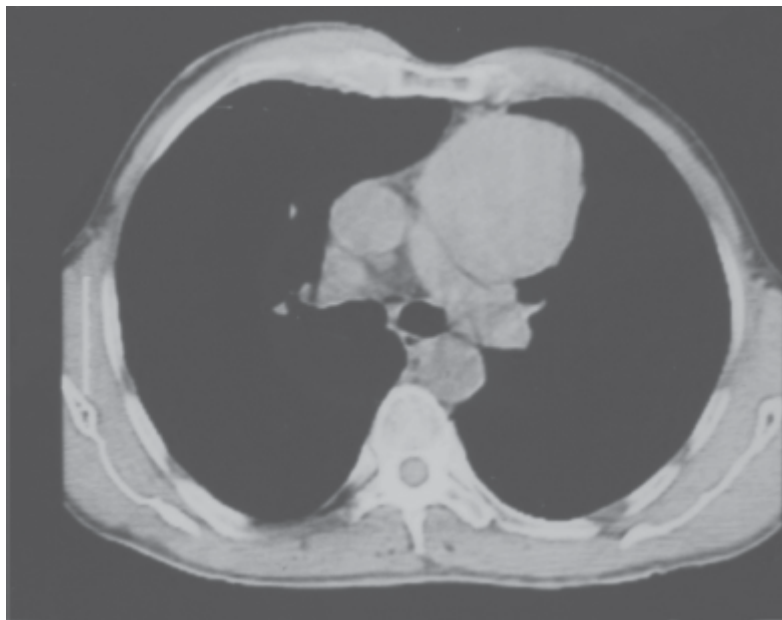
Timoma. Tomografia computadorizada de tórax, mostrando massa no mediastino anterior (timoma).
